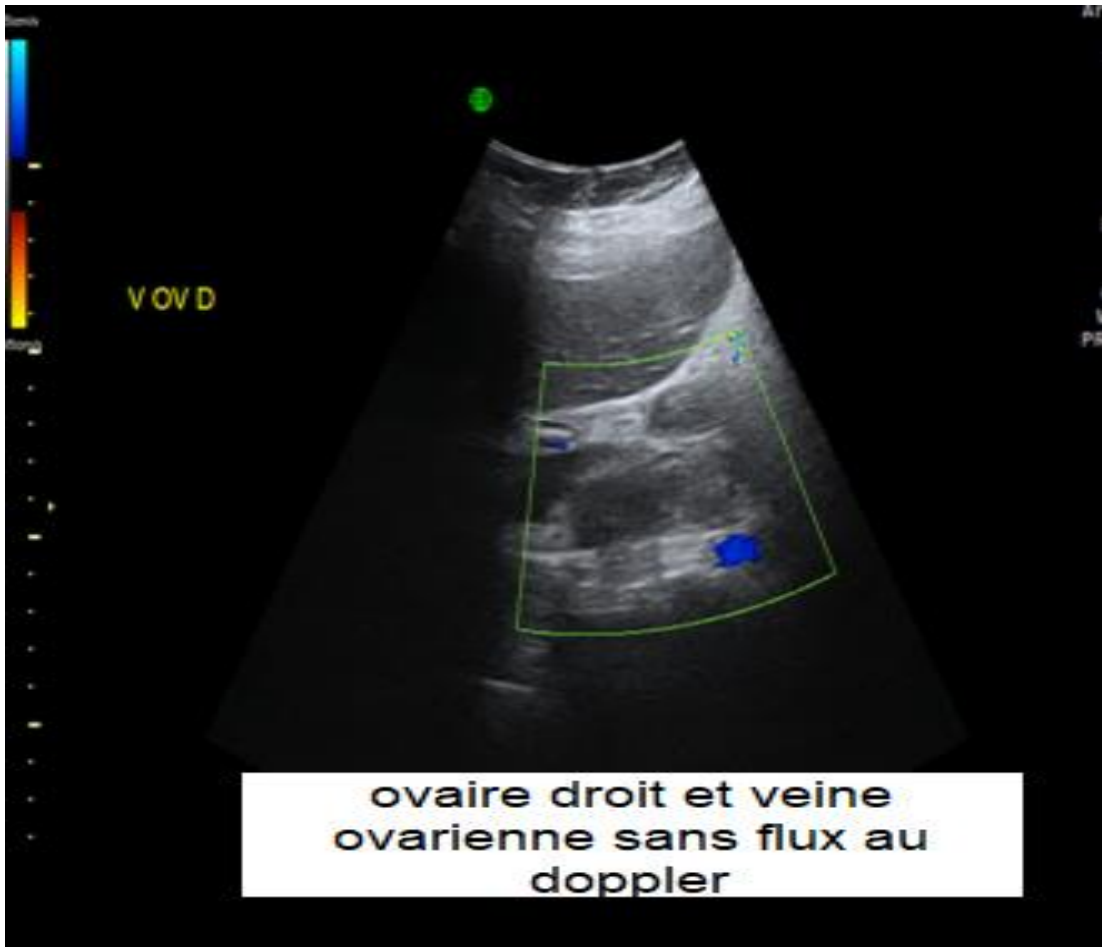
échographie pelvienne 2 jours après son hospitalisation et après l'obtention du diagnostic par la TDM
